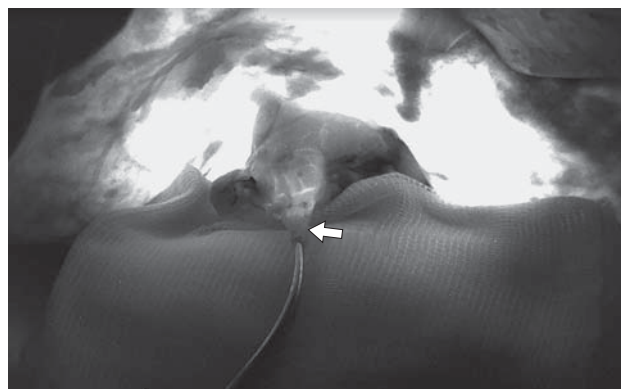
Интраоперационное фото. Флуоресцентная диагностика кровоснабжения желчного протока донора с помощью ИЦЗ. Неудовлетворительная перфузия дистальной части ОЖП (указана стрелкой).
